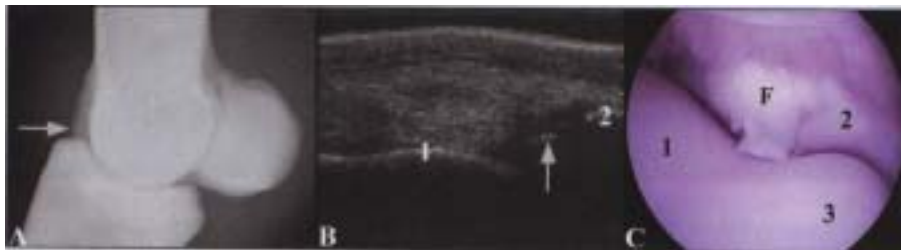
MCP 関節背側の X 線 (A)、超音波 (B) および関節鏡 (C) の各画像。P1 近位背側部に骨片が確認される。外内像 (A、矢印)、縦断像 (B、矢印)。1: 第三中手骨内側顆、2: P1、3: 矢状稜、F: 骨片
